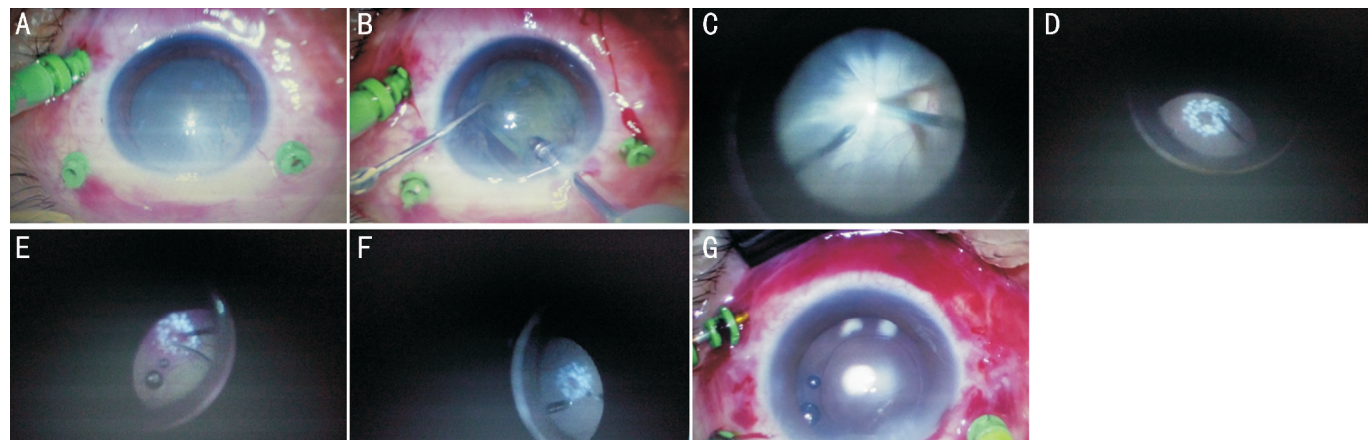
第7例患者(PVRD2级),术中见位于7:00周边1枚1/3 PD大小的类圆形裂孔,是导致视网膜脱离的原发性视网膜裂孔,术中剥除视网膜前增殖膜,解除视网膜前增殖牵引,术中行电凝、光凝等,术毕玻璃体腔内注入重硅油 Densiron68,视网膜平复 A:首先做23G巩膜三通道;B:术中行超声乳化摘除晶状体;C:术中见窄漏斗形视网膜脱离,仅见到视乳头(PVRD2级);D:术中见位于7:00周边1枚1/3 PD大小的类圆形裂孔(此裂孔是导致视网膜脱离的原发性视网膜裂孔),术中光凝裂孔;E:术中行剥除视网膜前增殖膜时出现的约位于4:00位赤道部的医源性不规则撕裂孔,伴出血,电凝止血,并光凝裂孔;F:术中行剥除视网膜前增殖膜时出现的约位于7:30处的周边医源性小裂孔,不伴出血,术中光凝裂孔;G:手术结束时见前后囊膜完整,术中未植入人工晶状体,术毕,玻璃体腔内注入重硅油 Densiron68。
